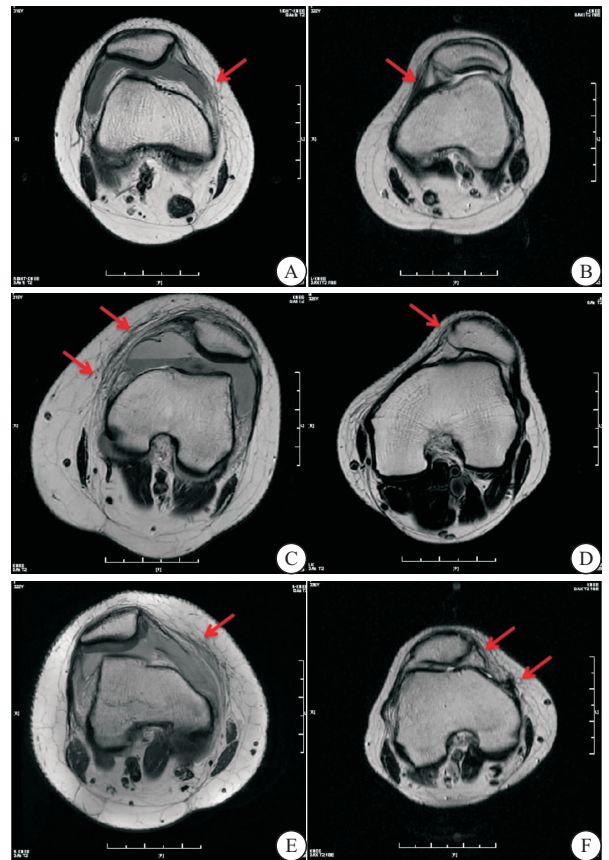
MPFL 损伤分度、部位的 MRI 图像
